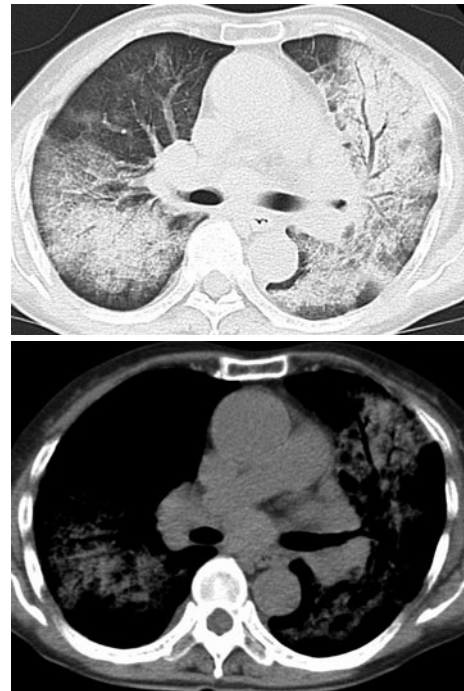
A chest CT scan obtained 14 days after admission, showing marked aggravation of the bilateral lung fields and swelling of the mediastinal and hilar lymph nodes.
